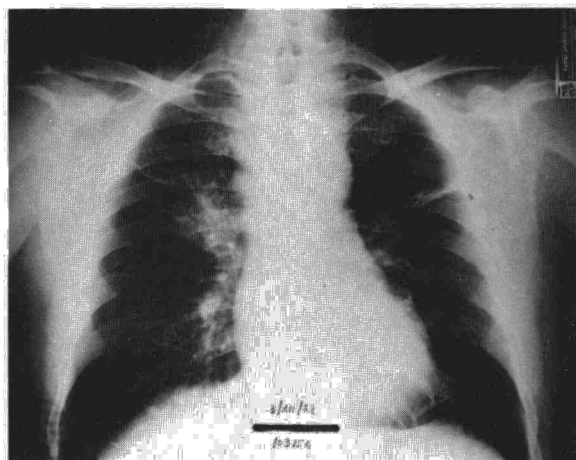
Caso 3. Radiografía PA de tórax.
